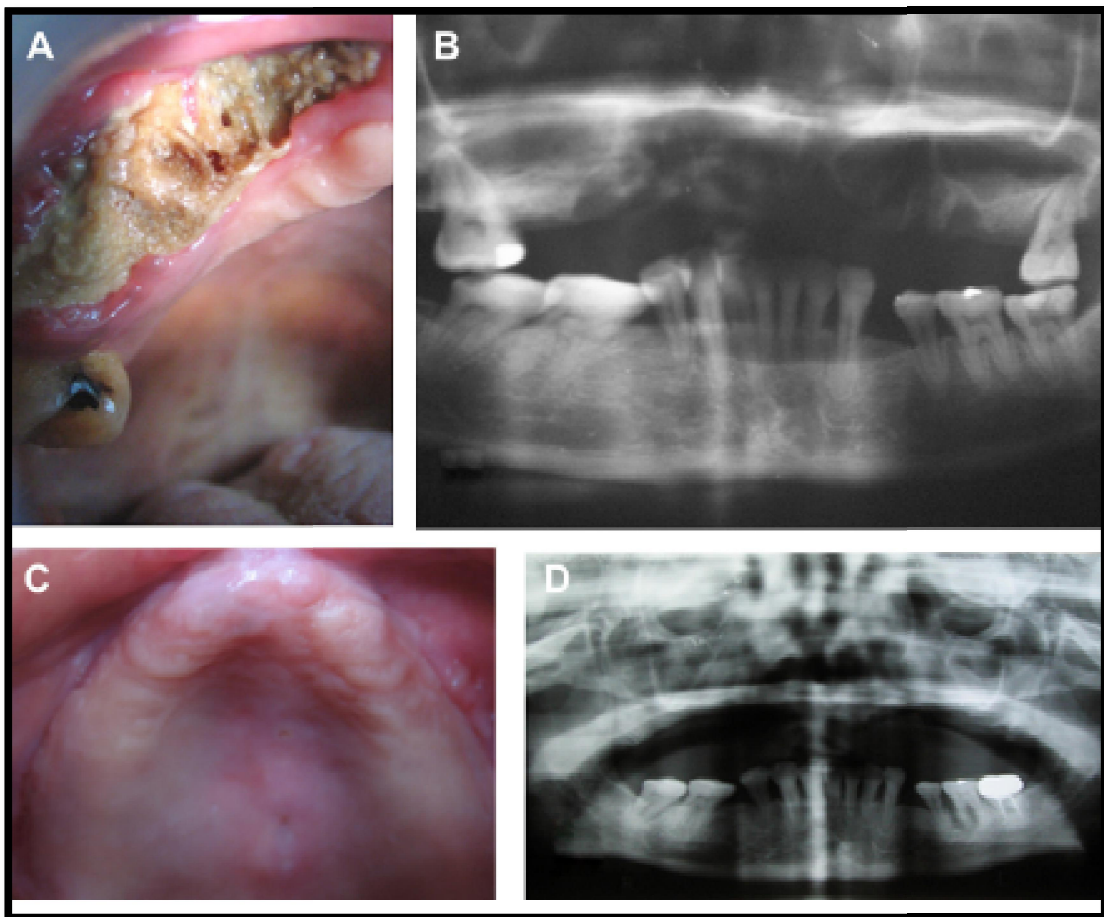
(A) Fotografía clínica inicial que muestra un fragmento de hueso necrótico expuesto en la parte anterior del maxilar derecho; (B) Radiografía inicial radiolúcida y la lesión radiopaca en la parte anterior del maxilar derecho; (C),(D) Seguimiento clínico y radiológico 8,5 meses después de la extirpación quirúrgica del fragmento de hueso necrótico.⁶²
